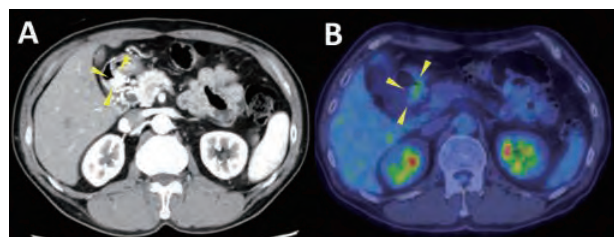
A) 造影CT (後期動脈相)、B) FDG-PET/CT。十二指腸球部に後期動脈相で最も強く造影される腫瘍影を認めた (矢頭)。FDG-PETでは軽度の集積 (SUV max = 3.00) を認めた (矢頭)。明らかなリンパ節転移、遠隔転移は指摘できなかった。
